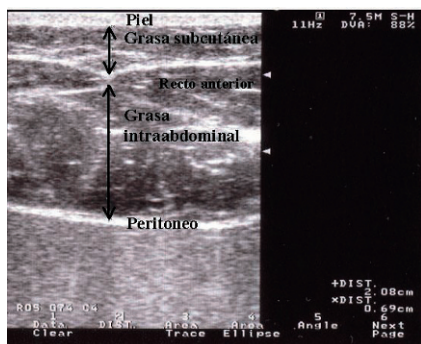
Ecografía superficial de la pared abdominal donde se aprecia una acumulación de grasa preferentemente intraabdominal sobre la grasa subcutánea.
